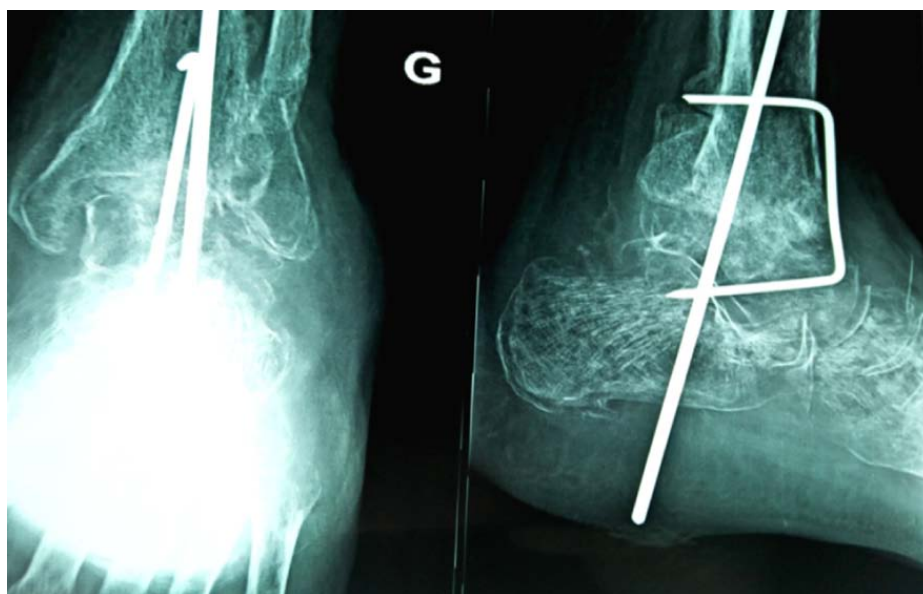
Radiographie post opératoire de fracture luxation négligée de la cheville gauche
